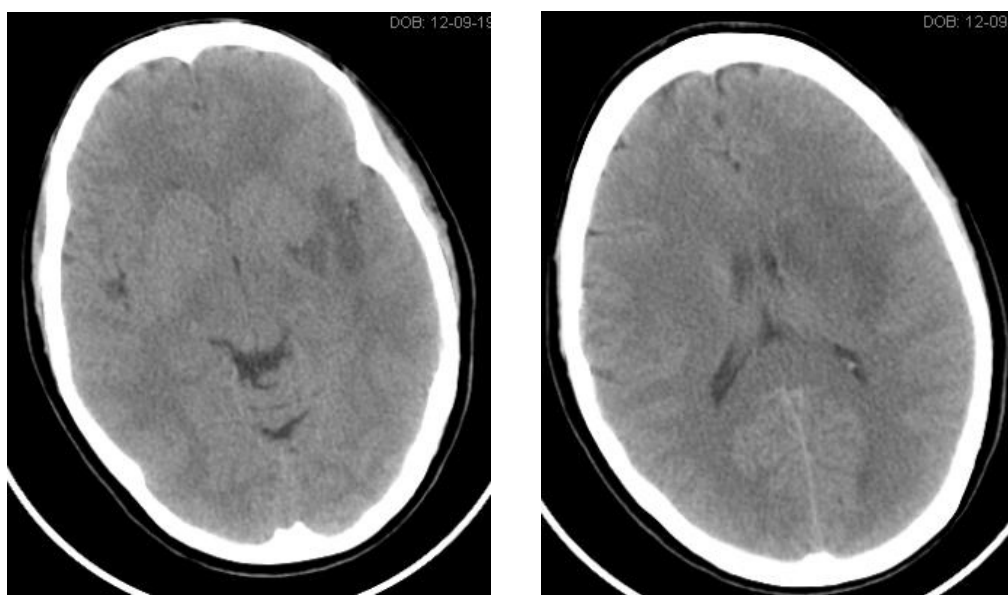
Imagens da TAC do Caso 33
